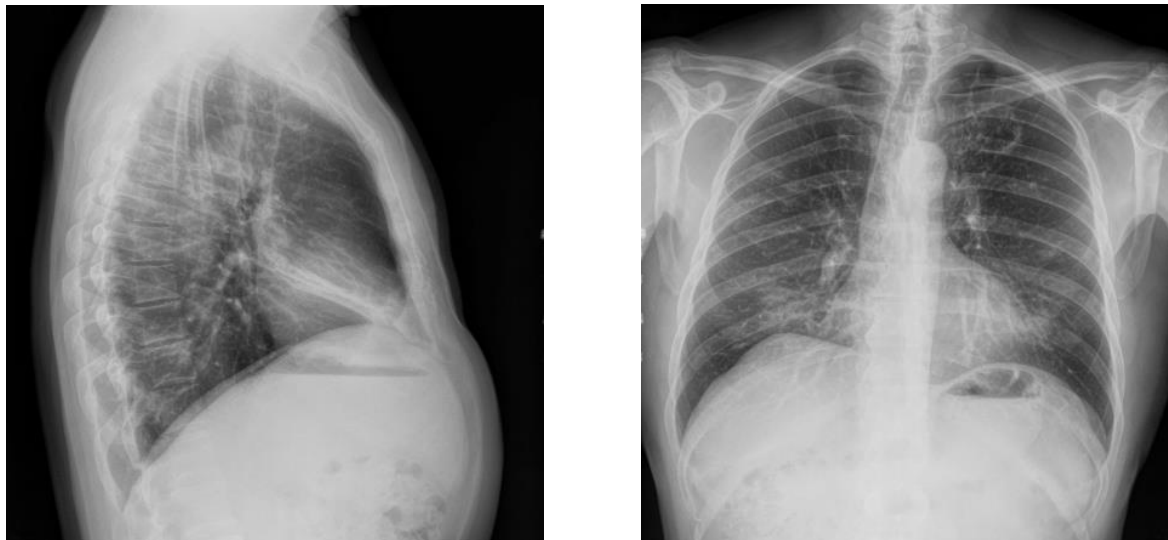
Radiografía postero-anterior y lateral de tórax. Patrón reticulonodular en base derecha e imagen radiotransparente rodeada de halo hiperdenso en ápex izquierdo que podría corresponderse con una caverna tuberculosa.
